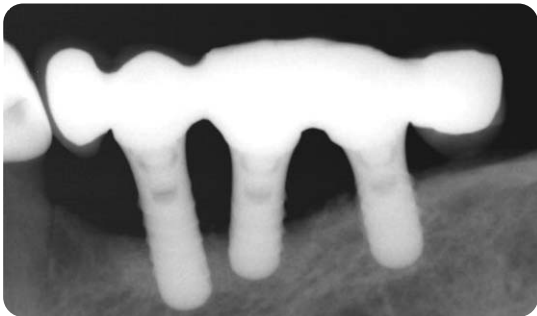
수술 32개월 후 방사선 사진. 임플란트 주변 결손부에 골이식재가 잘 유지되고 있는 것을 관찰할 수 있다.
